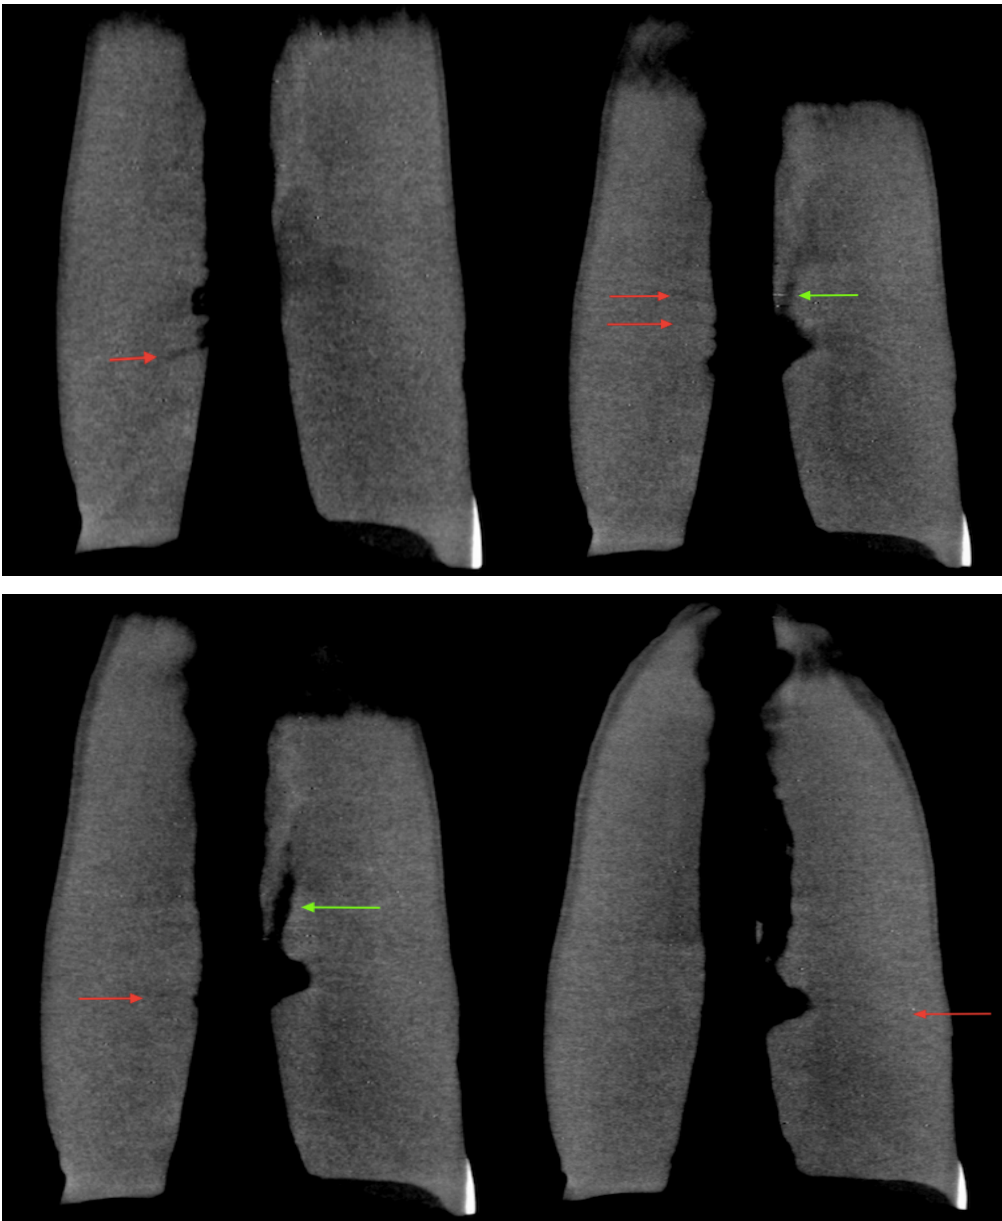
Mikro CT Aufnahmen von der Probe H15 aus der Handaufbereitungsgruppe: Rote Pfeile stellen die beobachteten Querfrakturen dar. Die grünen Pfeile zeigen auf den zweiten Kanal, der sich ab der Mitte des Hauptwurzelkanals abzweigt.
